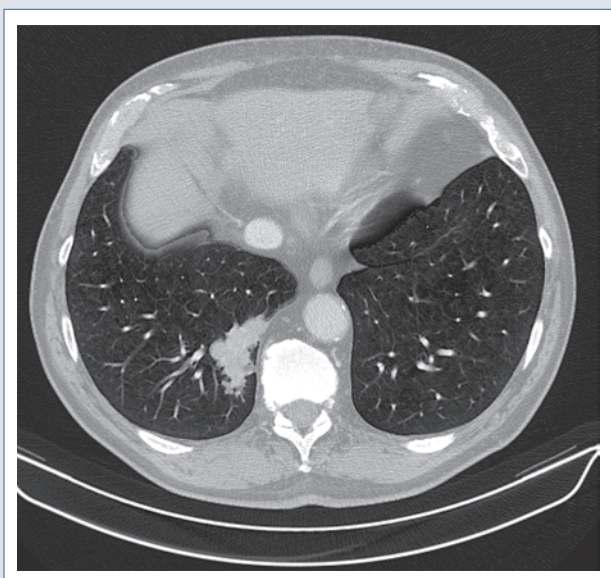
Thorax-CT, Lungenfenster. TU re UL Adeno-Ca, DD: Primum vs Meta
